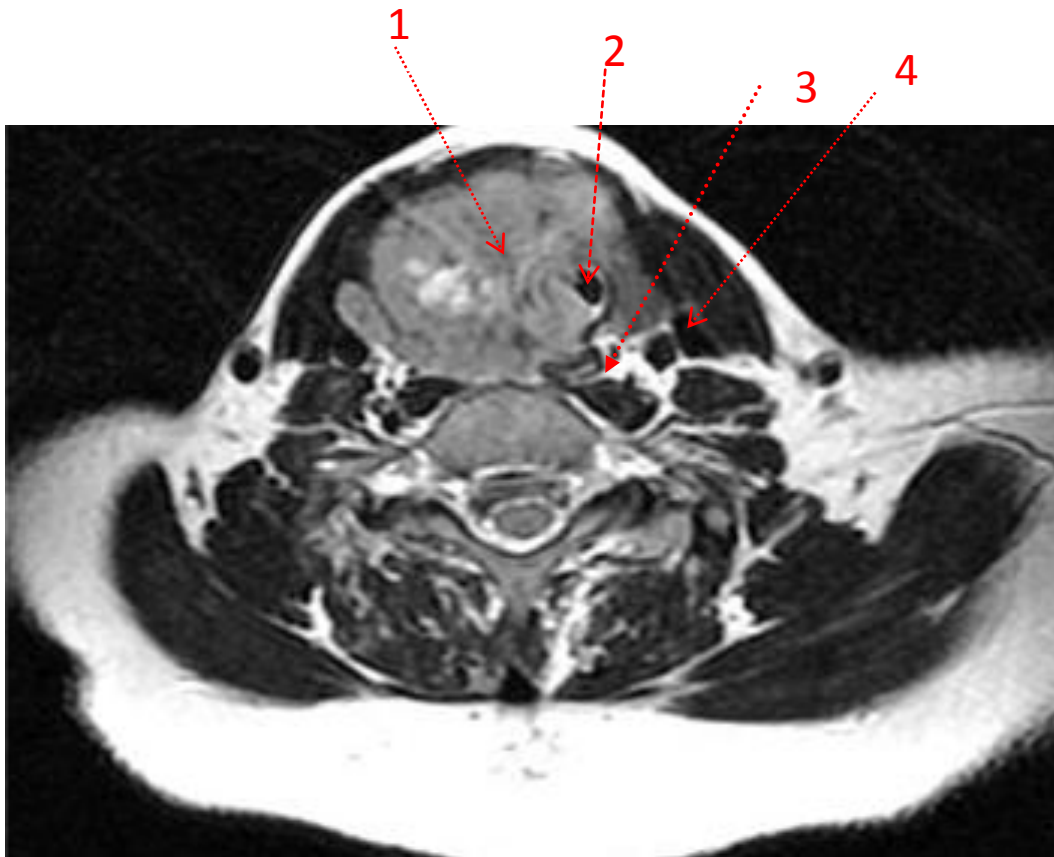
МРТ мягких тканей шеи с внутривенным контрастированием, T2 (аксиальный срез).
